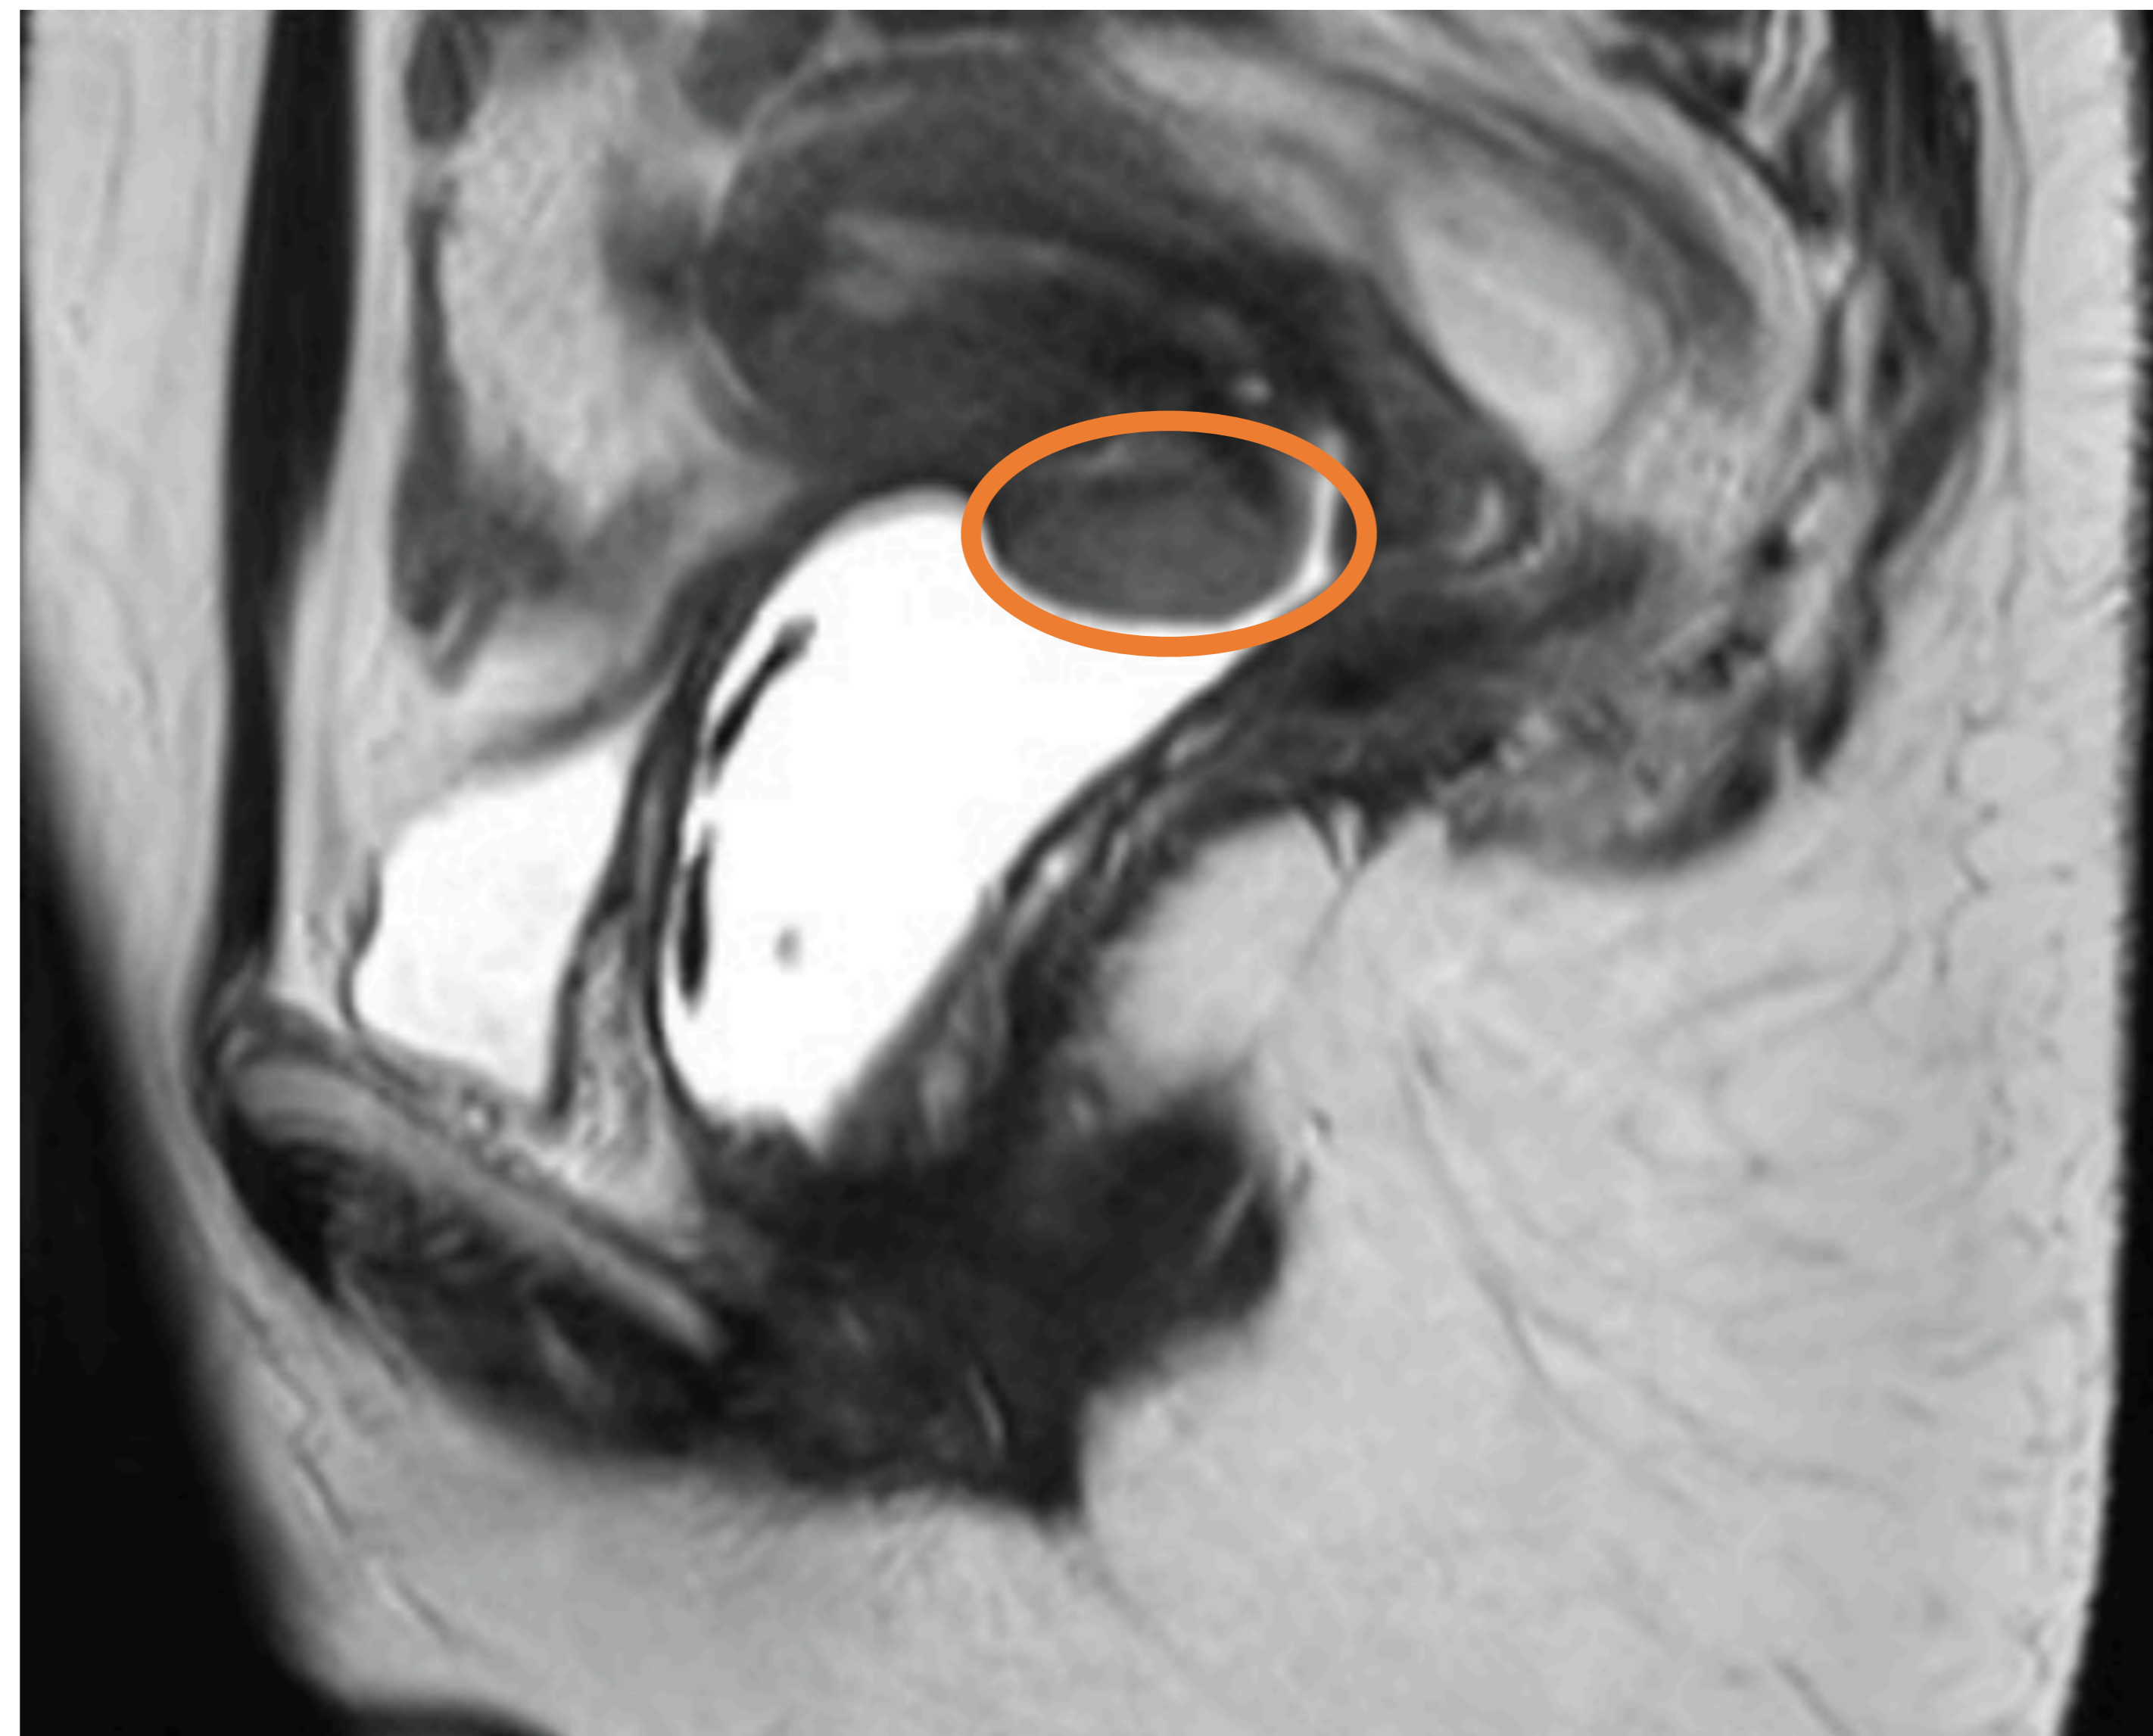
Estudio de RMN de la misma paciente que figura 13 donde se confirma la presencia de una lesión nodular (círculo) de aspecto sólido y exofítica que depende de la pared anteroinferior del cérvix uterino (exocérvix/porción vaginal del cuello). Esta masa presenta señal intermedia en secuencias T2 y se extiende e infiltra la cúpula de la vagina.
